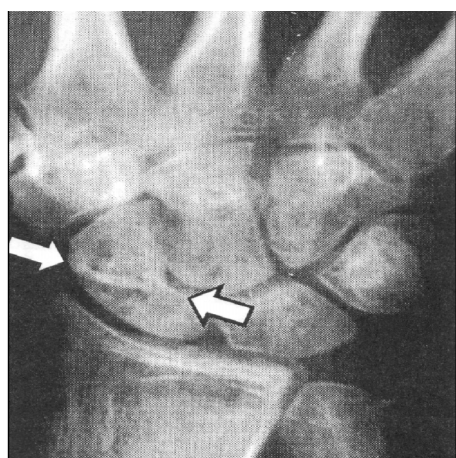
Рентгенограмма правого лучезапястного сустава больного И., 20 лет, история болезни №1168 (описание в тексте)
